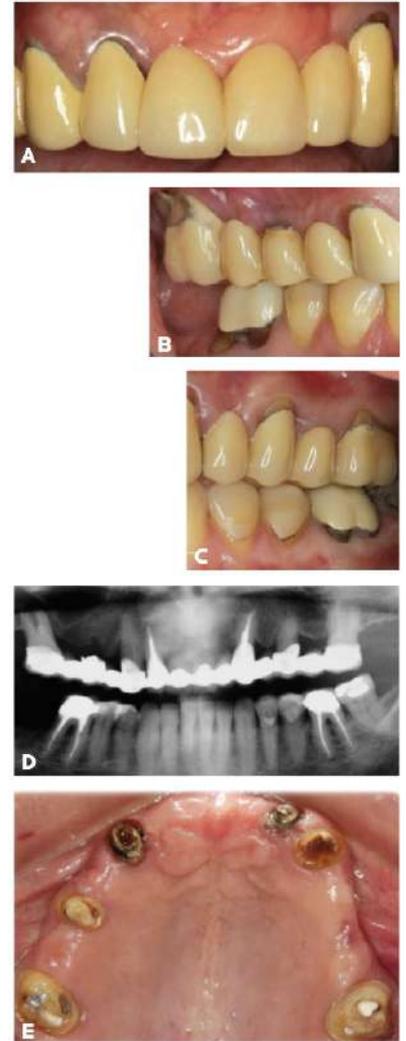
(A-C) PPFs anterior e posteriores cimentadas há 15 anos com deficiências estéticas de cor e forma, recessões gengivais e inflamação gengival. (D) Radiografia mostrando presença de lesões periodontal (perda óssea e de furca) e periapical. (E) Vista após a remoção das próteses mostrando a presença de cáries, inflamação gengival e descimentação de núcleos intrarradiculares.
